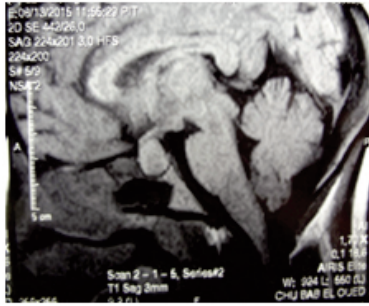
IRM coupe sagittale T1 :
